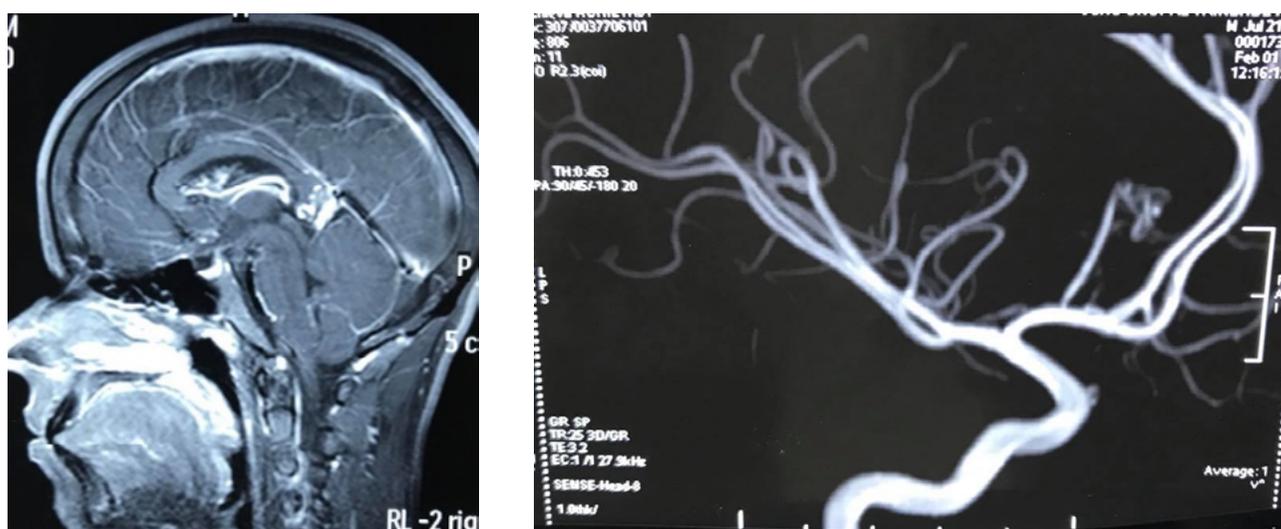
RNM com contraste Angioressonância
